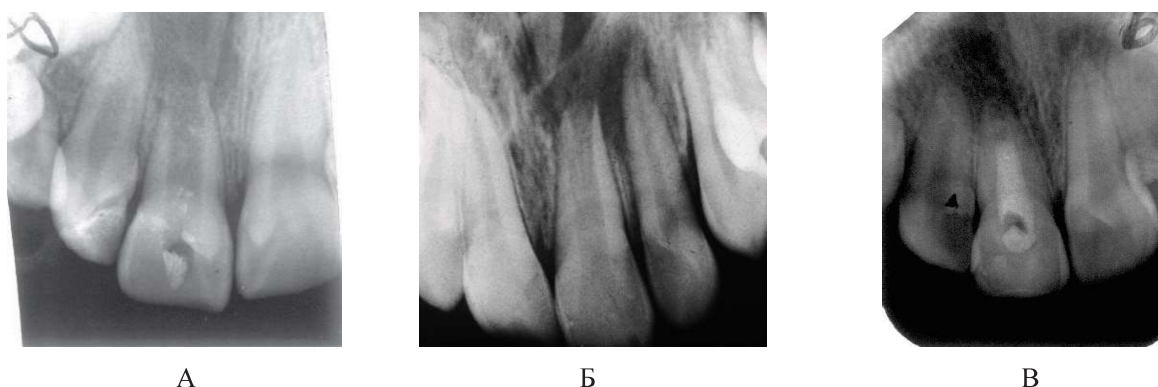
Хронічний гранулюючий періодонтит на рентгенограмах зубів:
